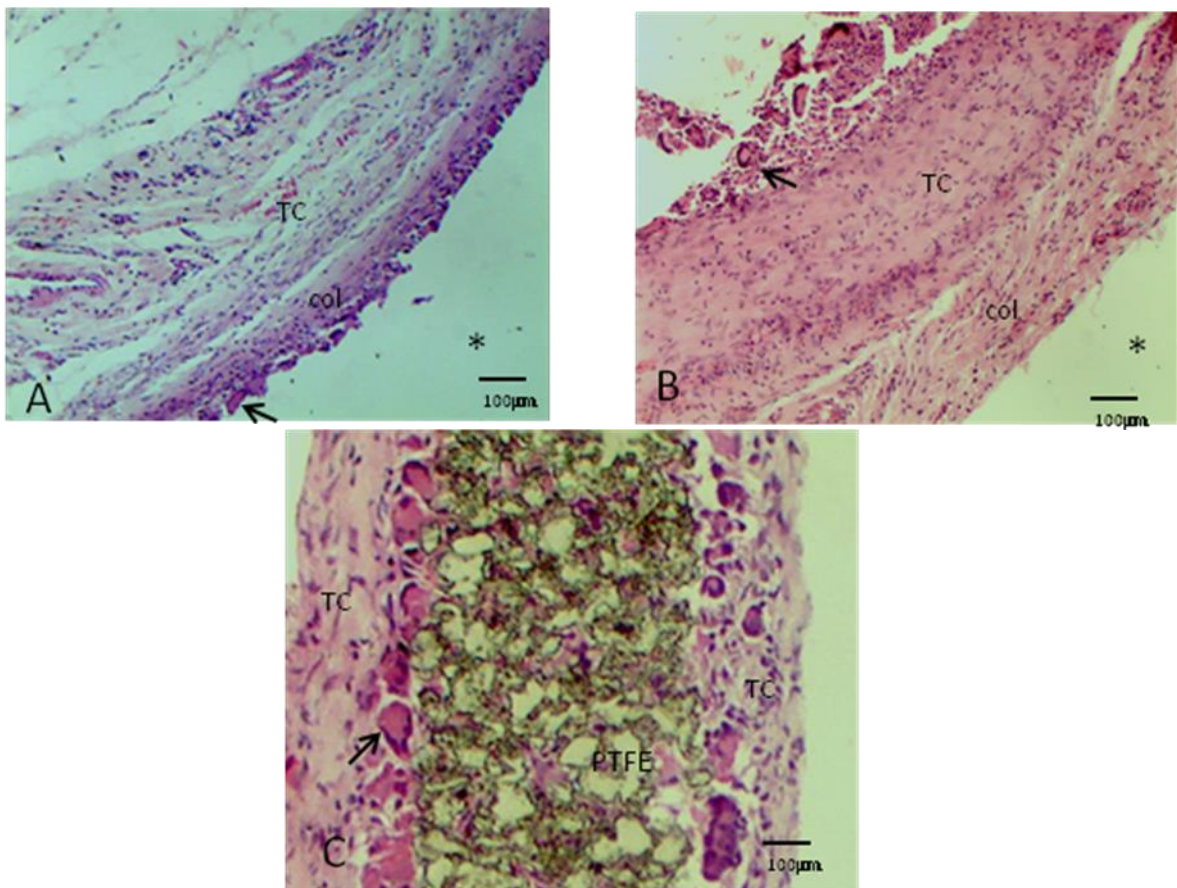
A) Látex + Metronidazol - Tecido de granulação (TG) envolvendo a área ocupada pela membrana (\*) e deposição da matriz colágena do tecido conjuntivo (TC); B) Látex – Formação de fibras colágenas permeando a membrana de látex (\*), e persistência de infiltrado inflamatório mononuclear (seta); C) PTFE – I. Coloração: HE; Objetiva: 40x.
